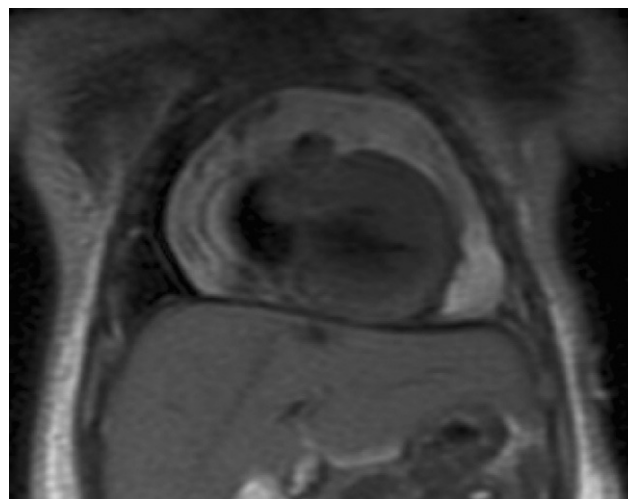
RMN en séptimo día del ingreso: Derrame pericárdico severo global y miocardiopatía hipertrófica de predominio septal.
